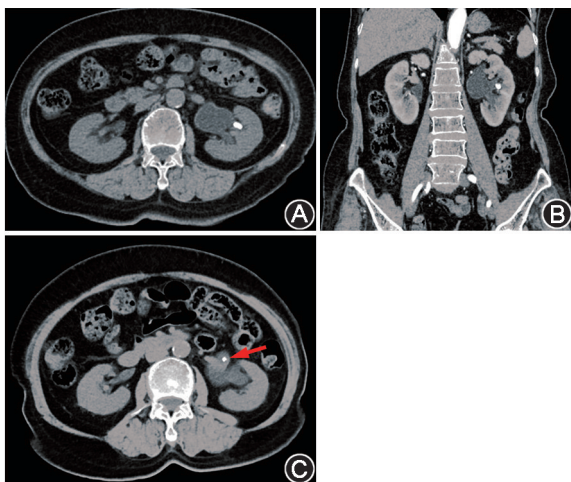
肾积水患者(女,64岁)不同时期CT图 A.平扫横断面(A)和静脉期冠状面图(B)显示,左侧肾盂肾盏明显扩张、积水,左侧肾盂-输尿管连接处变窄;左肾中盏高密度结石;患者治疗后1年复查CT平扫横断面图(C)显示左侧肾盂肾盏扩张积水,左肾盂高密度结石(箭头示)
